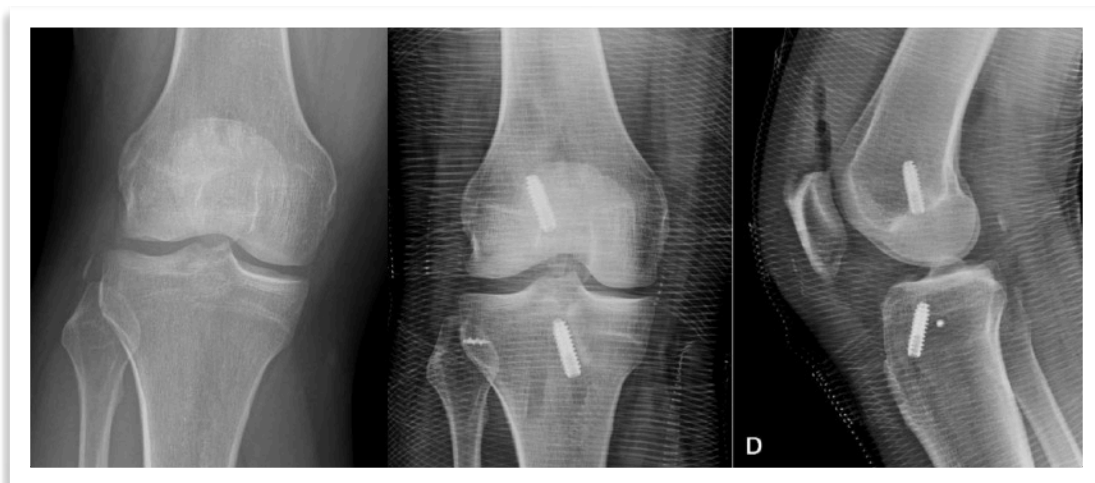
Radiografías de rodilla que muestran una reinserción con ancla de una fractura de Segond buscando mejorar estabilidad rotacional.
